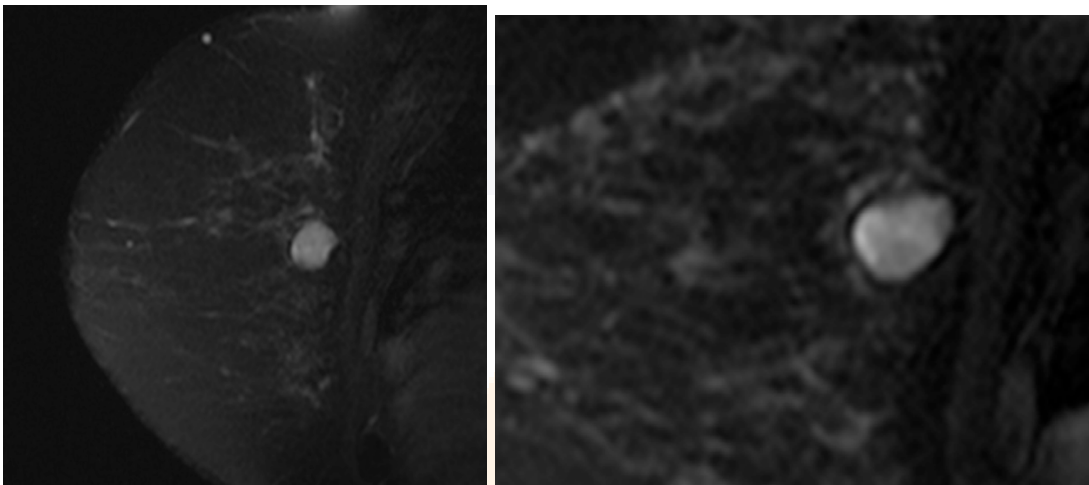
imagen de RM con imagen redondeada hiperintensa que corresponde a nódulo con amplificación para demostrar borde bien delimitado.
